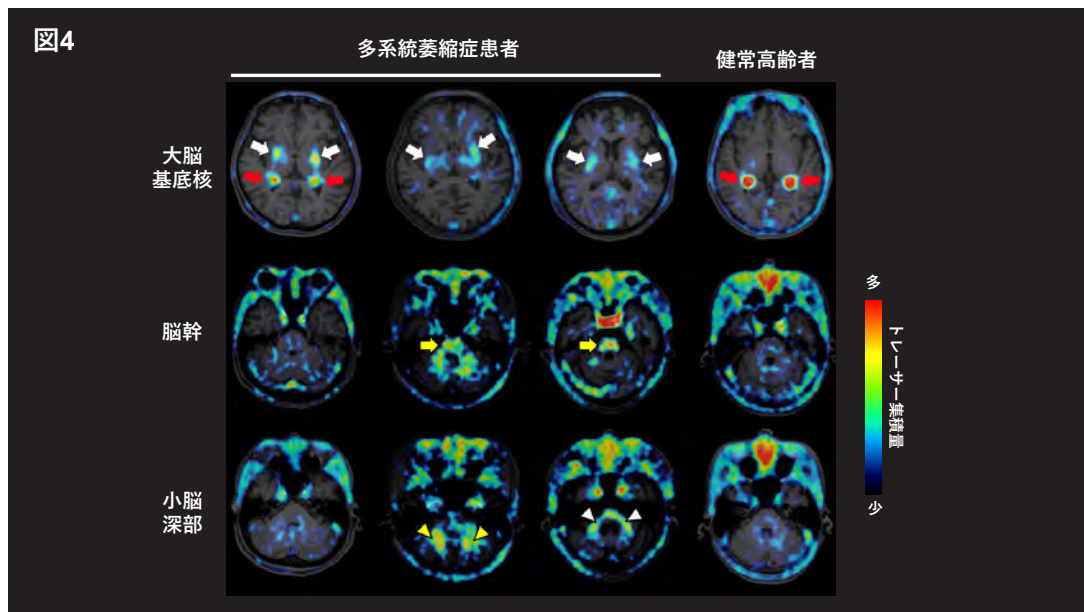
$^{18}\text{F}$ -SPAL-T-06を用いたPETにより検出された、多系統萎縮症患者における $\alpha$ シヌクレイン病変（文献[13]より改変）。赤矢印は脈絡叢における非特異的なトレーサー集積。大脳基底核（白矢印）、脳幹（黄矢印）、小脳深部（白および黄矢頭）におけるトレーサー集積は病変へのトレーサー結合を反映。
